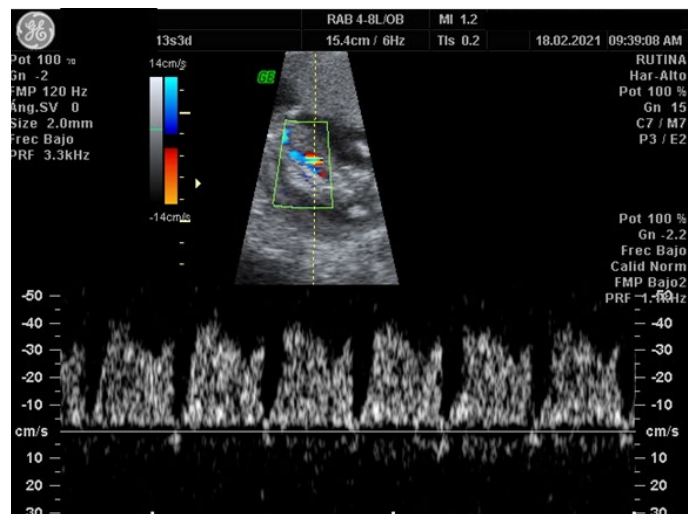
Imagen ecográfica *doppler* que presenta *ductus venoso* en reversa.
